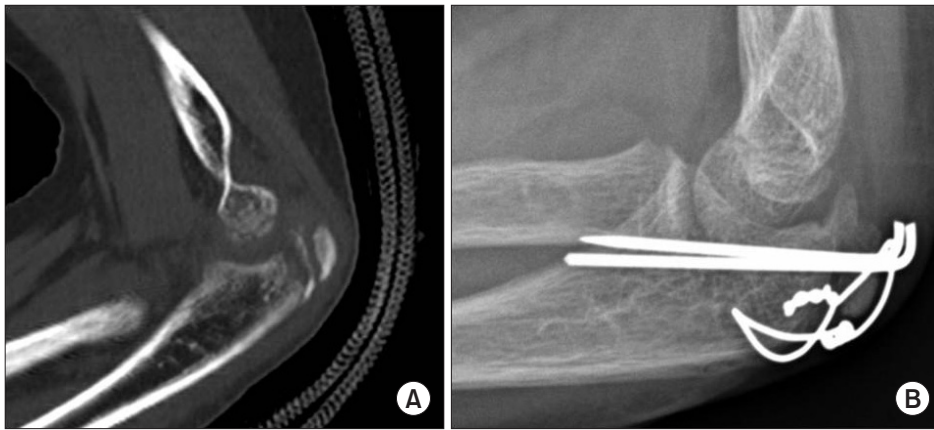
Left olecranon tip avulsion injury by falling on the ground. (A) Preoperation radiograph on August 2013. (B) Post-operation radiograph, 2 months after surgery.
